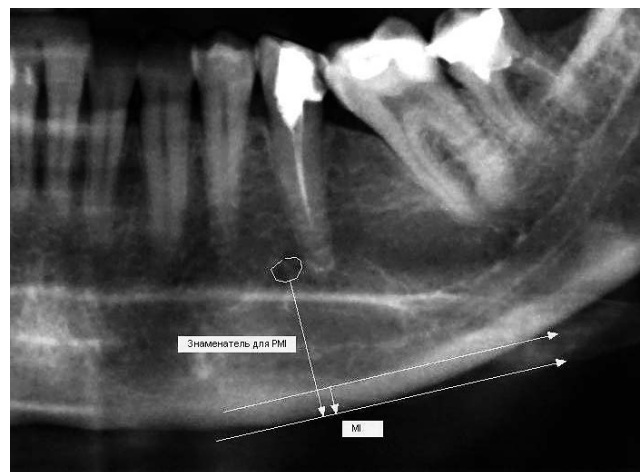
Расчет индекса MI, PMI по ортопантомограмме.
